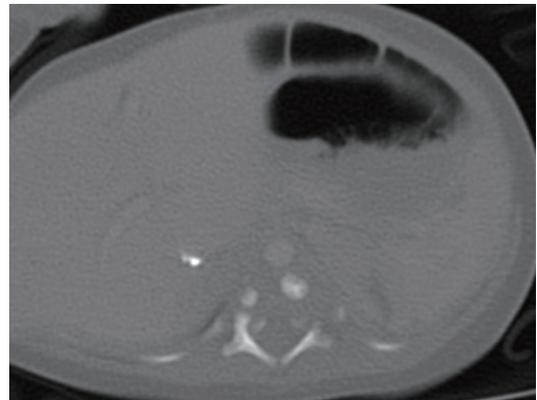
Chest CT showing hemivertebrae on T9-T12.
